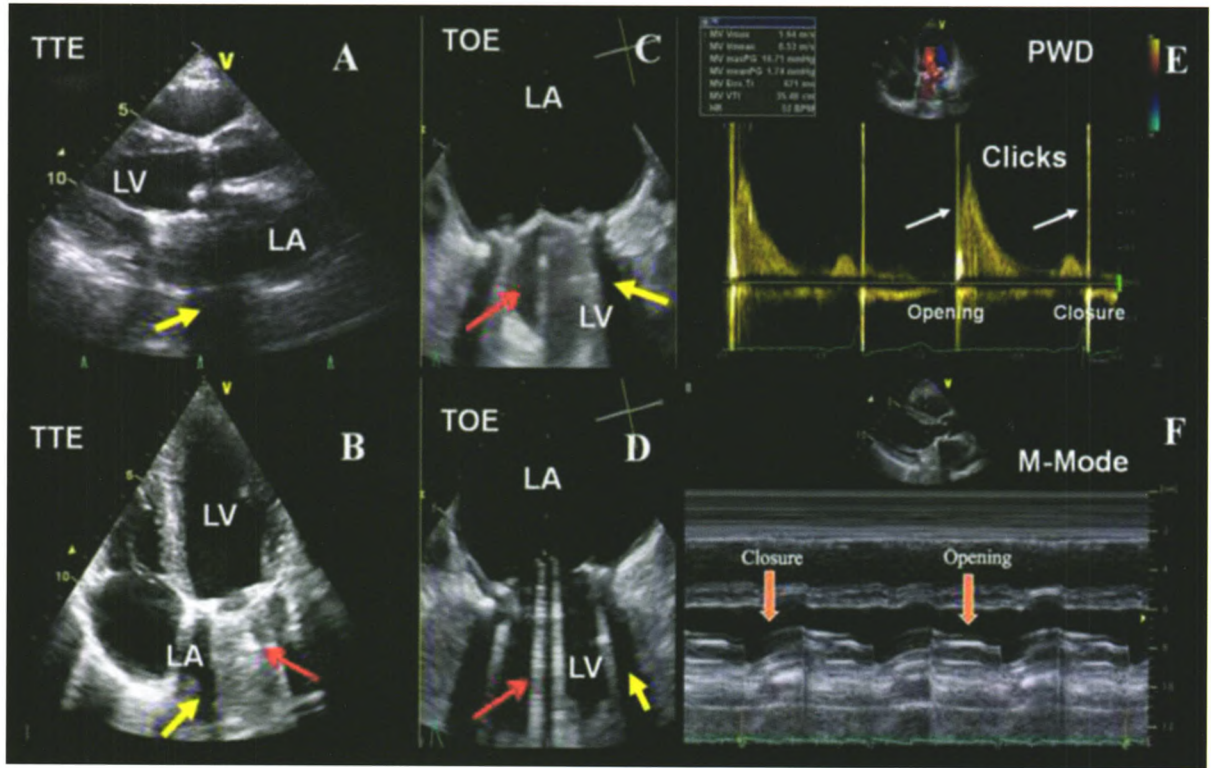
二尖瓣位置机械性瓣膜的正常图像 二尖瓣位置机械性瓣膜 2D TTE/TOE 显示的声影和反射，受所采用声窗的影响（A 和 B 声影与反射在 LA 侧，C 和 D 声影与反射在 LV 侧）；F：PW 多普勒显示功能正常的二尖瓣的开放和关闭喀喇音（白色箭头）、正常的平均和峰值跨瓣压差；G：M 型超声显示碟瓣的正常开放和关闭
